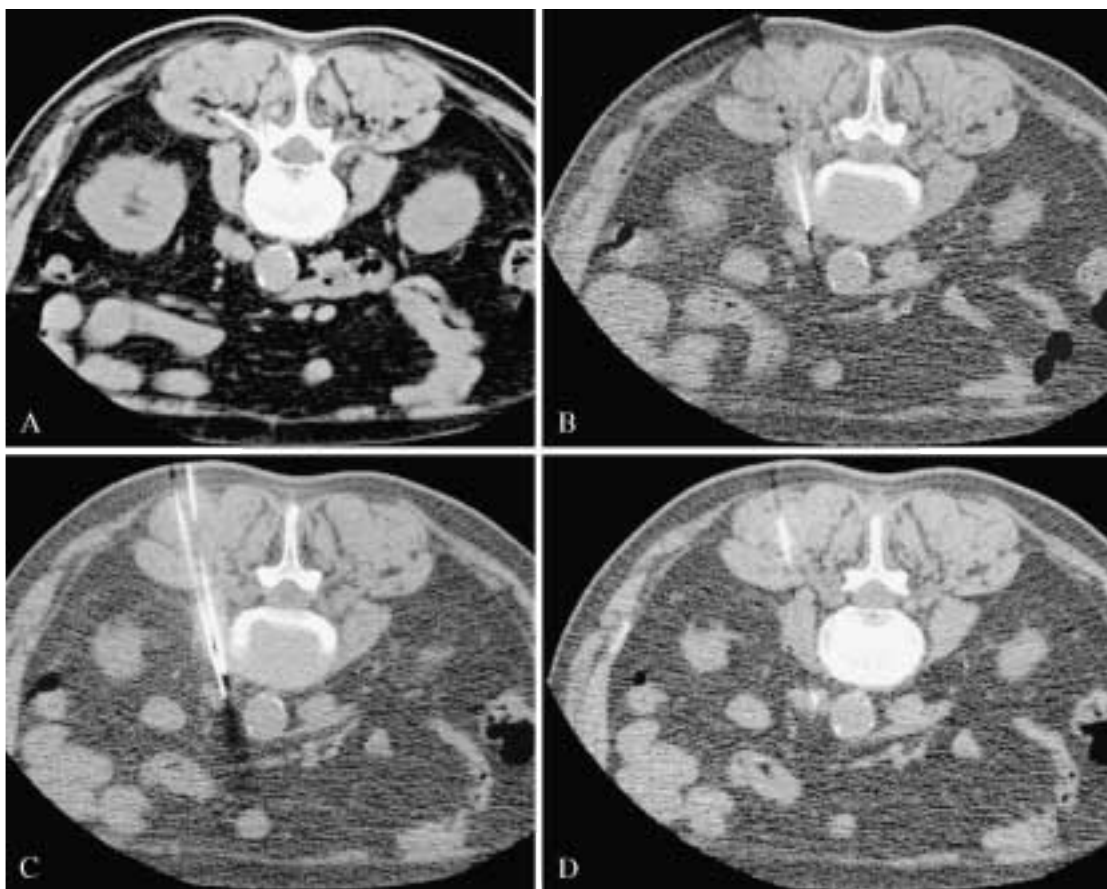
Ago-aspirazione di linfo-adenomegalia con tecnica fluoro-TC multislice di tipo misto: sia con controllo fluoroscopico continuo durante tutto il tragitto dell'ago, fino al raggiungimento del bersaglio, sia con controllo spot (avanzamento dell'ago per breve tratto e successiva scopia di verifica). A) TC pre-fluoroscopica: 2 piccoli linfonodi para-aortici sinistri (diametro trasverso di 12-13 mm), presunti metastatici di neoplasia prostatica primitiva. B) Spot fluoroscopico-TC multislice: posizionato un primo ago; non sicuro il raggiungimento del bersaglio. C) Fluoro-TC multislice a controllo continuo: posizionato un secondo ago con presunto raggiungimento del bersaglio. D) Spot fluoroscopico multislice in un piano più caudale: centraggio della lesione.
